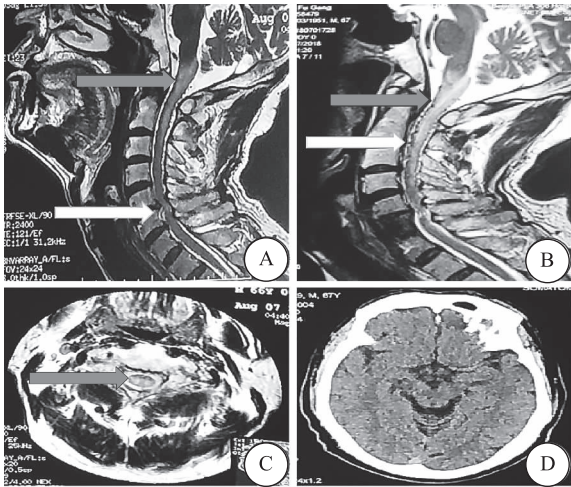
头部及颈椎影像学检查 A为颈椎内固定术前MRI T₂WI矢状位:延髓、高颈段脊髓高信号(灰色箭头所示),C5-6椎间盘突出,椎管狭窄,C6水平局部脊髓高信号(白色箭头所示);B为颈椎内固定术后4个月MRI T₂WI矢状位:高信号较术前无明显变化(灰色箭头所示),脊髓腹侧可见蚯蚓状迂曲血管流空影(白色箭头所示);C为颈椎MRI T₂WI轴位:脊髓高信号改变(灰色箭头所示);D为头部CT未见异常
